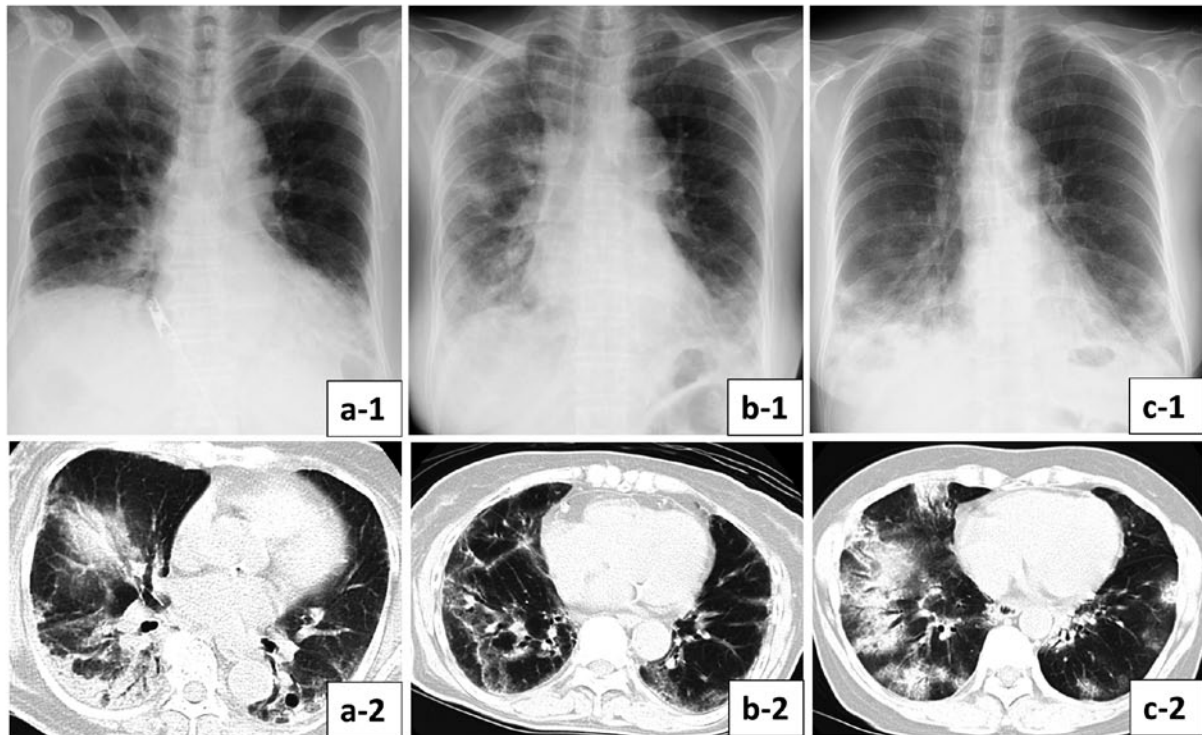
入院時の胸部単純X線写真と胸部CT写真。(a-1, 2) 症例1, (b-1, 2) 症例2, (c-1, 2) 症例3. いずれの画像も両肺にすりガラス影を認めており, 一部で牽引性気管支拡張像を認める.
